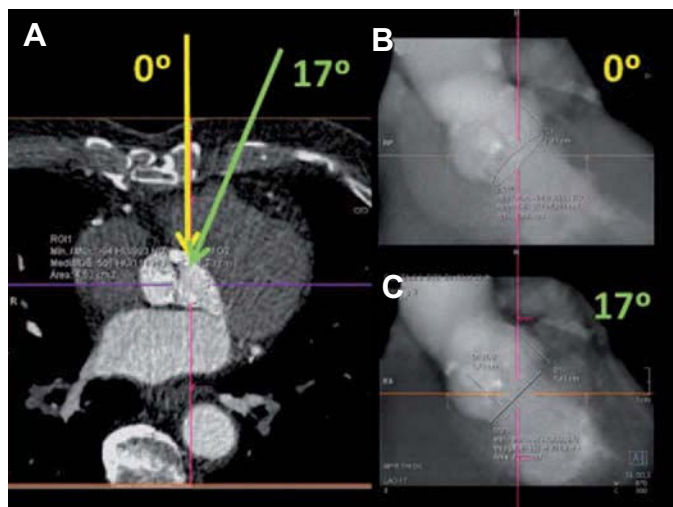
Imagen axial de tomografía computarizada a la altura de la válvula aórtica (A). La flecha amarilla simula el trayecto de los rayos durante la fluoroscopia con el tubo en posición neutra, que corresponde a la proyección de corte grueso coronal (B), donde se observa la oblicuidad del anillo. Desviando el eje de la imagen 17° a la izquierda (trayecto de la flecha verde), se obtiene la proyección que permite obtener la alineación perfecta del anillo (C). En este caso se recomienda colocar el tubo de fluoroscopia en craneocaudal a 0° y lateral izquierda a 17°.
